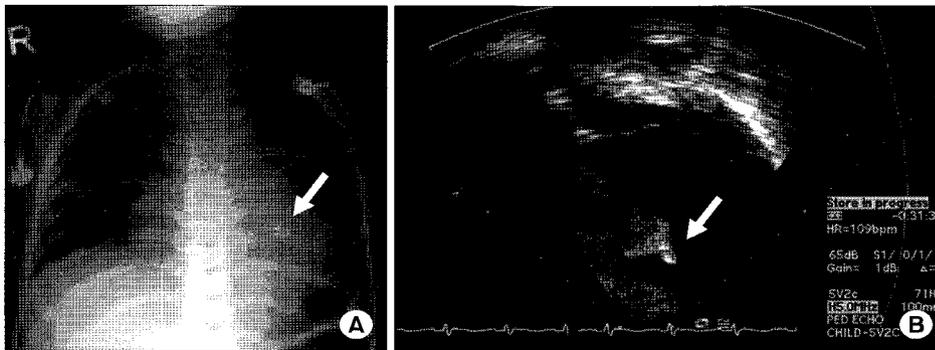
(A) Postoperative chest X-ray and (B) postoperative 2D-echocardiography show the device positioned in the ventricular septum. (arrow)
